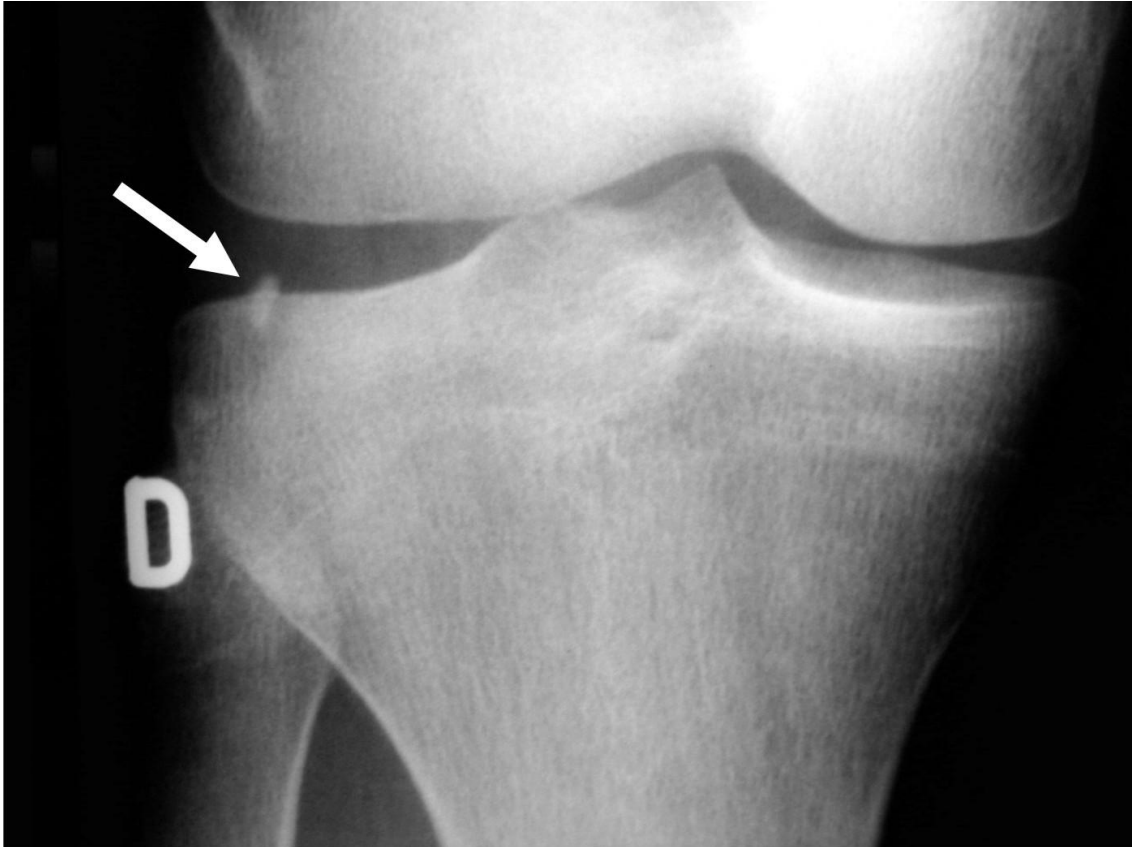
Radiografia do joelho direito em incidência ântero-posterior onde se pode ver uma imagem radiopaca projetada sobre o platô tibial lateral (seta).
